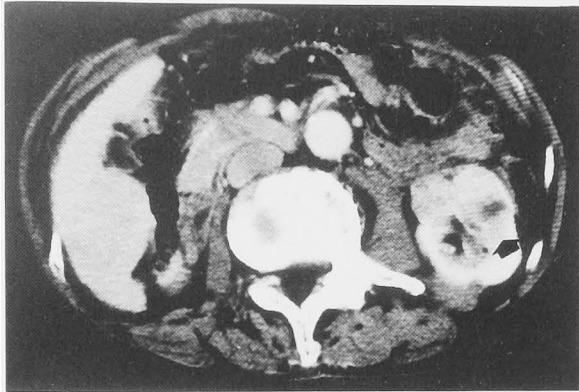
CT revealed a 6 cm mass with contrast enhancement at the left kidney (arrow).
